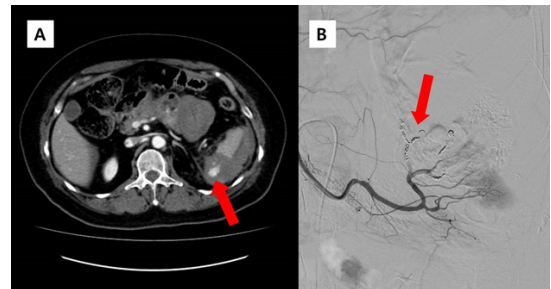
(A) Abdominal CT scan on arrival at emergency room, red arrow indicates extravasation from the spleen. (B) Coil embolization of splenic artery's branches via angiography.
